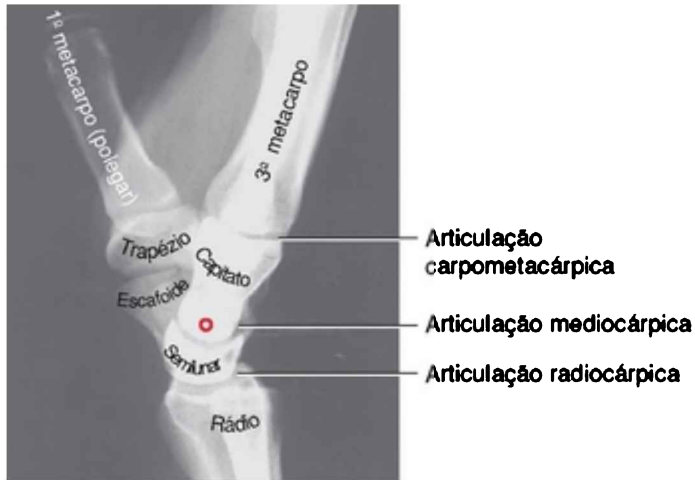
A vista lateral de uma radiografia da coluna central do punho. O eixo de rotação para flexão e extensão é demonstrado como um pequeno círculo na base do capitato. Observe a forma crescente do semilunar. Com um propósito ilustrativo, os ossos semilunar e capitato foram digitalmente realçados.
